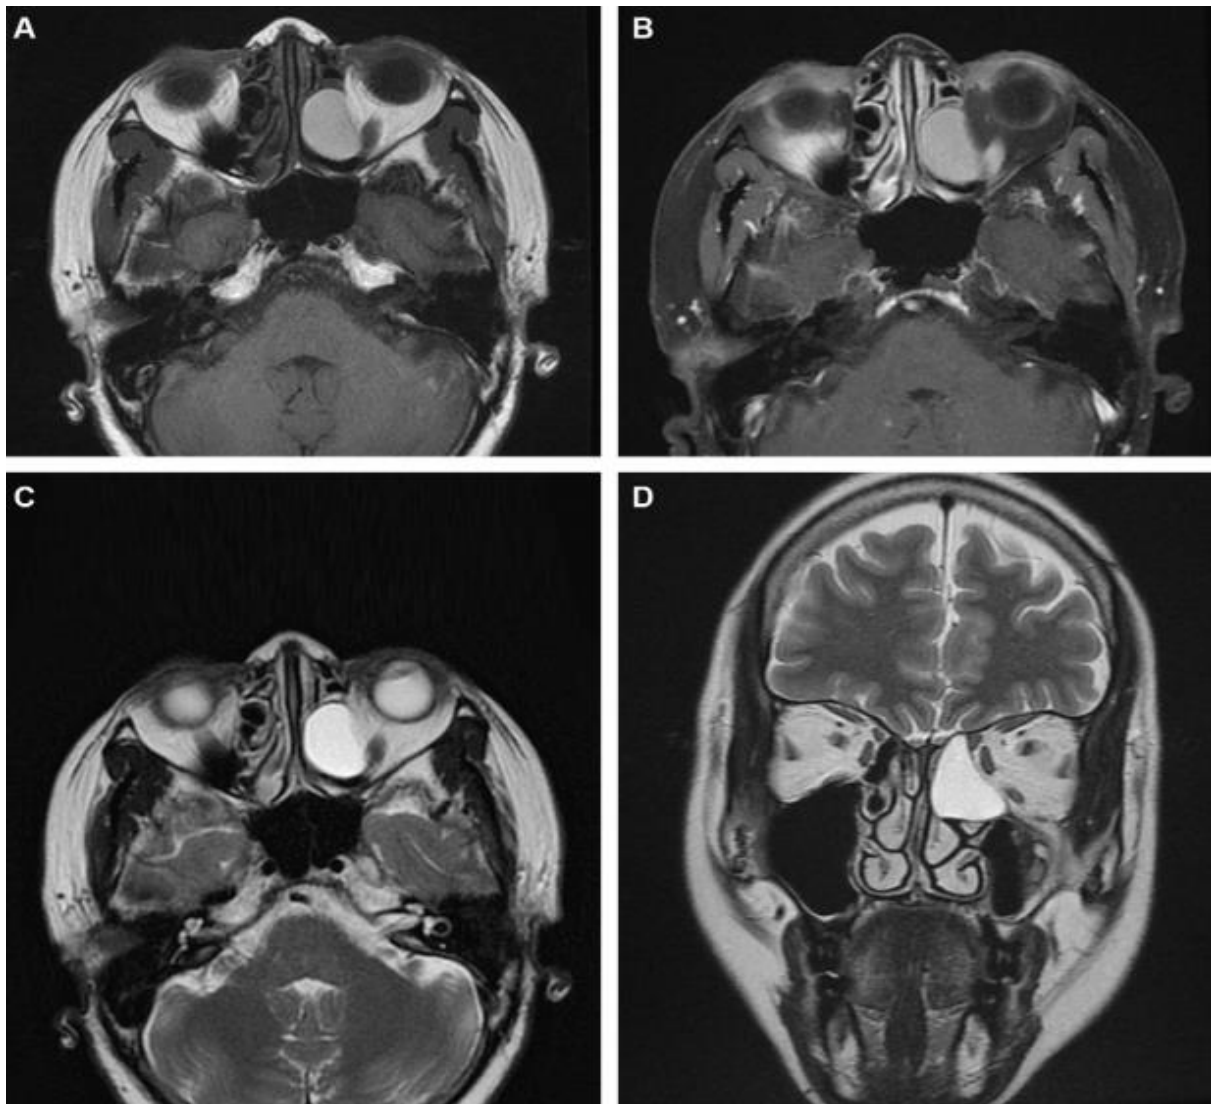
IRM massif facial (A. Axial T1. B. Axial T1 Gadolinium. C. Axial T2. D. Coronal T2).
